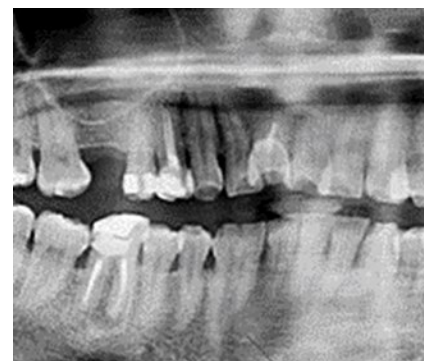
Radiografía panorámica en donde se observa fusión de los elementos 42 y 43.
